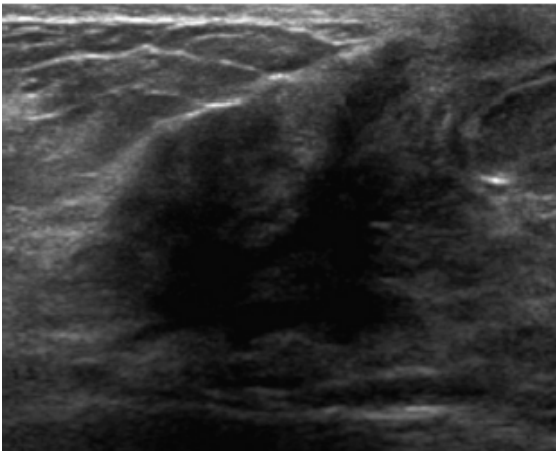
Lesi multifokal, multisentrik dan bilateral pada DMP. Lesi pada pasien ini teraba pada pemeriksaan fisik dan tampak pada USG (negatif pada mamografi).⁶
